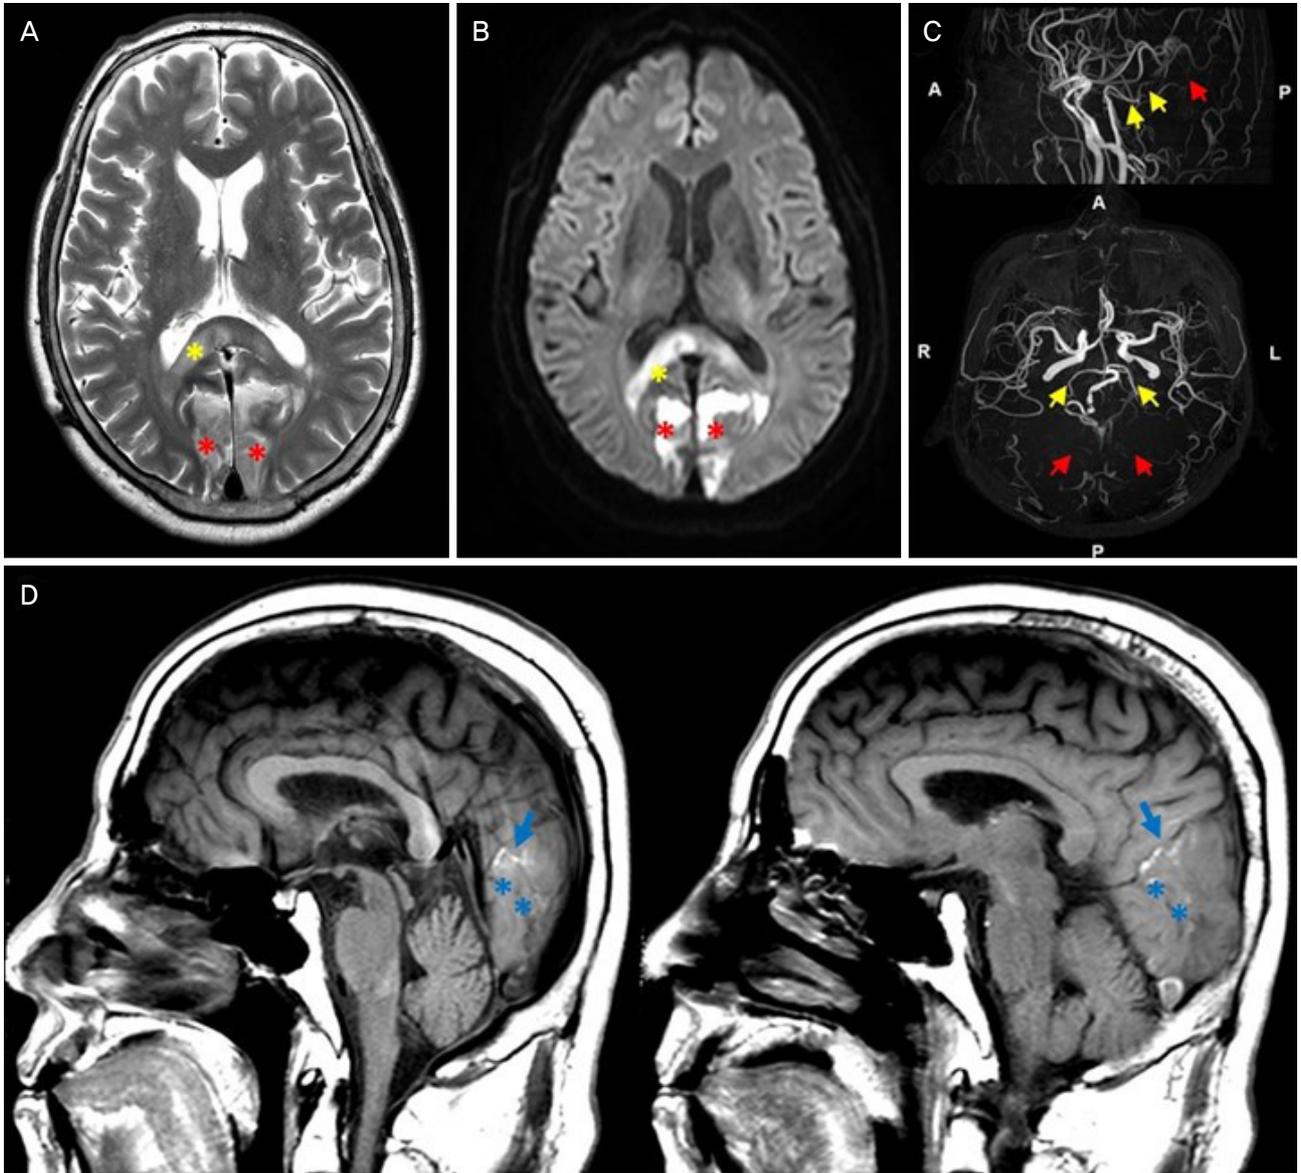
Brain magnetic resonance imaging (MRI) showing bilateral occipital lobe infarction and brain magnetic resonance angiography (MRA) showing stenosis of bilateral posterior cerebral artery (PCA). (A) T2-weighted axial MRI and (B) Diffusion-weighted imaging show acute infarctions in bilateral occipital lobe (red asterisks) and right splenium of corpus callosum (yellow asterisk). (C) Sagittal and axial MRA show multifocal stenosis of bilateral PCA (yellow arrows) and not visualized distal portion of PCA (red arrows). (D) T1-weighted sagittal MRI shows the occipital infarctions (blue arrows) above the calcarine sulcus (blue asterisks). A = anterior; P = posterior; R = right; L = left.
